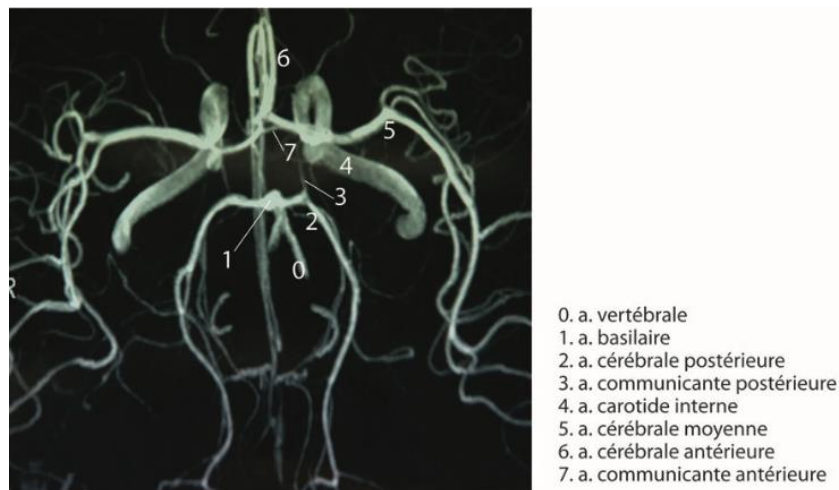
Angio IRM du Cercle de Willis [55].
